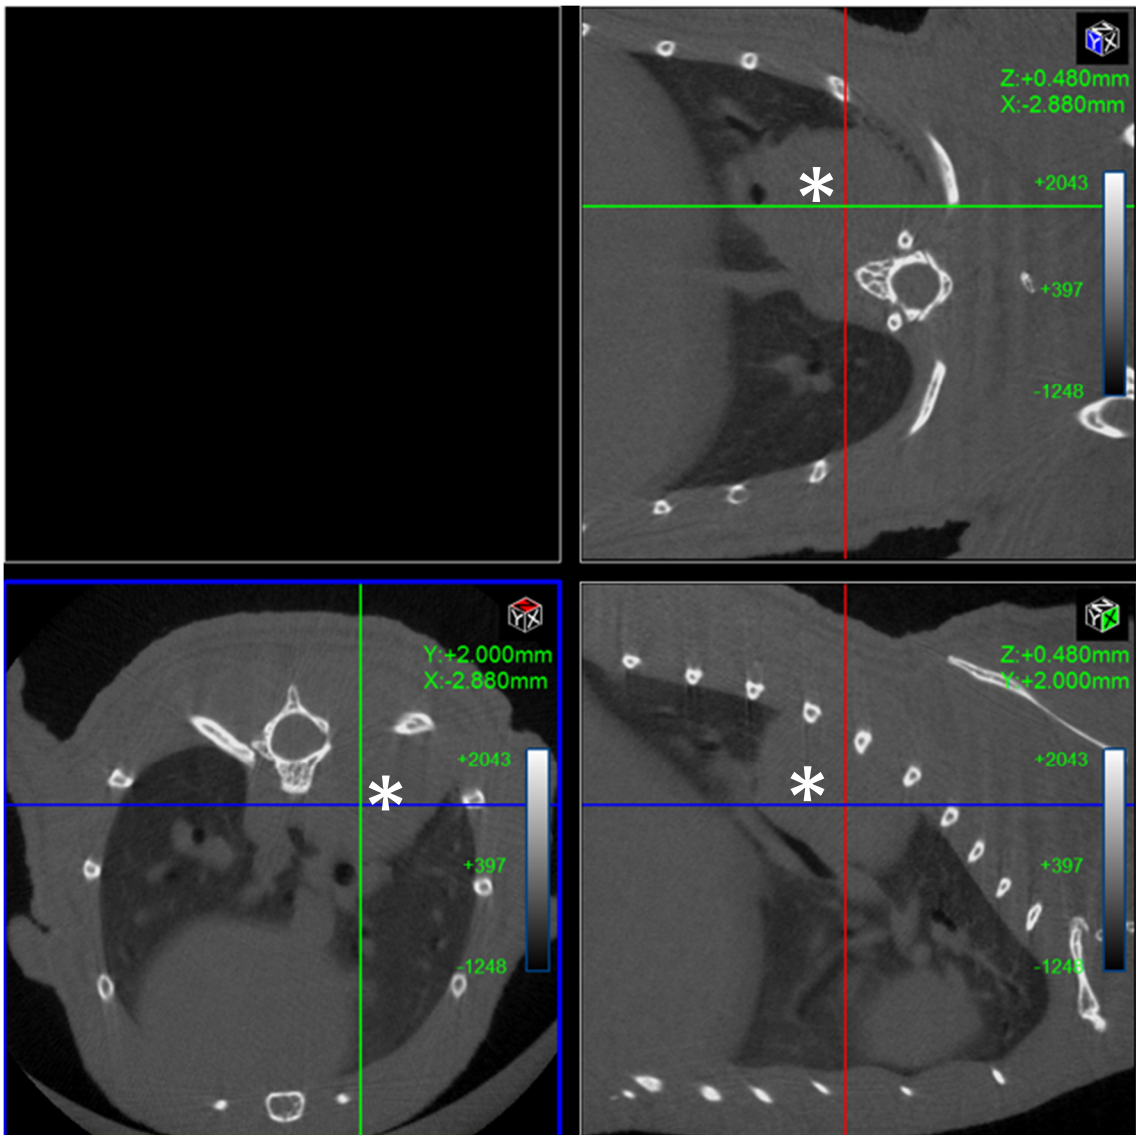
In-vivo μ CT-Schnittbilder eines Mausthorax zwei Monate nach transthorakaler Implantation von A549-Tumorzellen. Maus in Bauchlage. Y-, Z-, X-Achse. Quantum-FX- μ CT (Scanparameter: FOV 20 mm; 90 kV; 200 μ A; 4,5 min Scan; “cardiac gating”; Pixelgröße 39 μ m). Es stellt sich ein solider Tumor dorsal in der rechten Lunge dar (markiert mit weißen Sternen).
